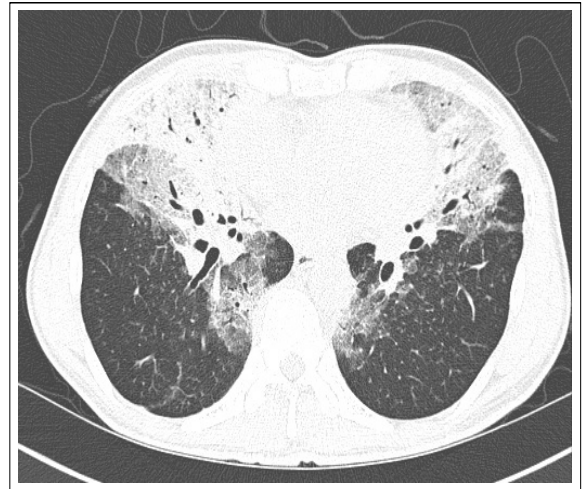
CT scan shows aggravated air-space consolidation, ground glass opacities with interstitial thickening of interlobular septa in right middle lobe, left lingular division and both lower lobes.
